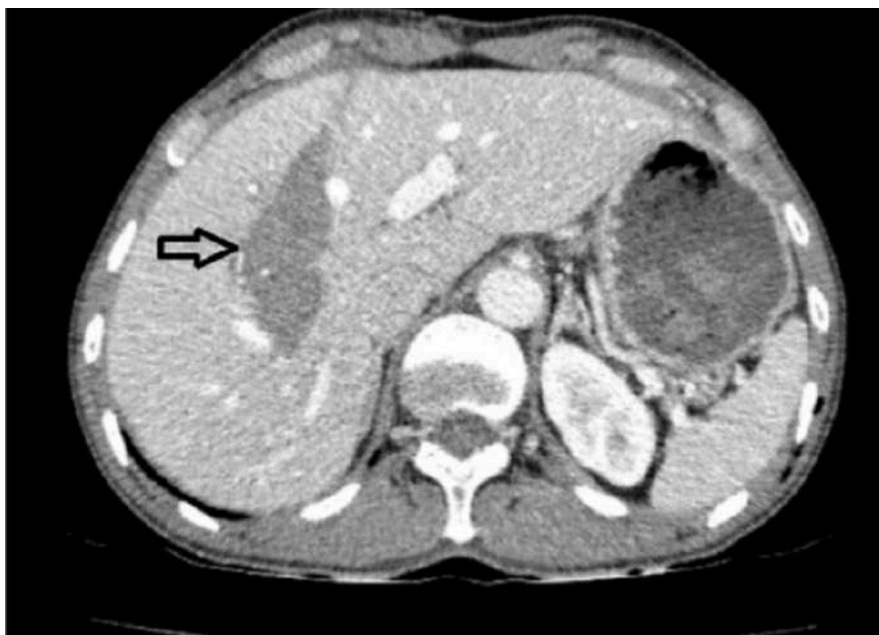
caso 2: Tomografia computadorizada, fígado apresenta lesões hipodensas em lobo hepático direito em relação à lacerações hepáticas de graus III-IV, assim como líquido livre generalidade de quantidade moderada.<sup>16</sup>
